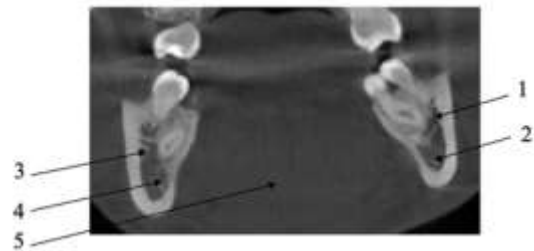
Изображение КТ нижней челюсти (2, 4 – нижнечелюстной канал, 1, 3, 5 – другие структуры нижней челюсти)
